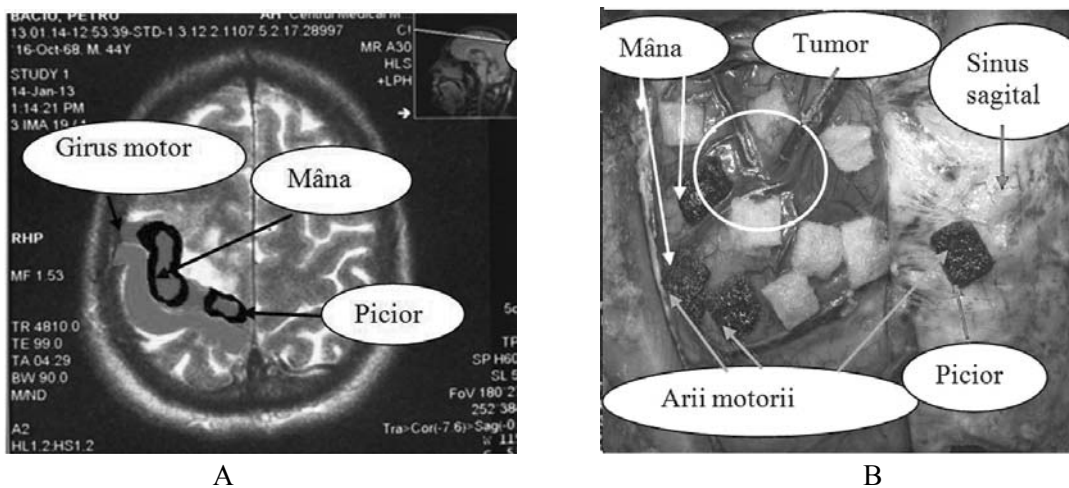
(A): Cartografierea preoperatorie a zonelor motorii pe imaginea IRM cerebral. (B): Cartografierea intraoperatorie pe girurile pre- și postcentral ale zonelor motorii ale mâinii și piciorului stâng
